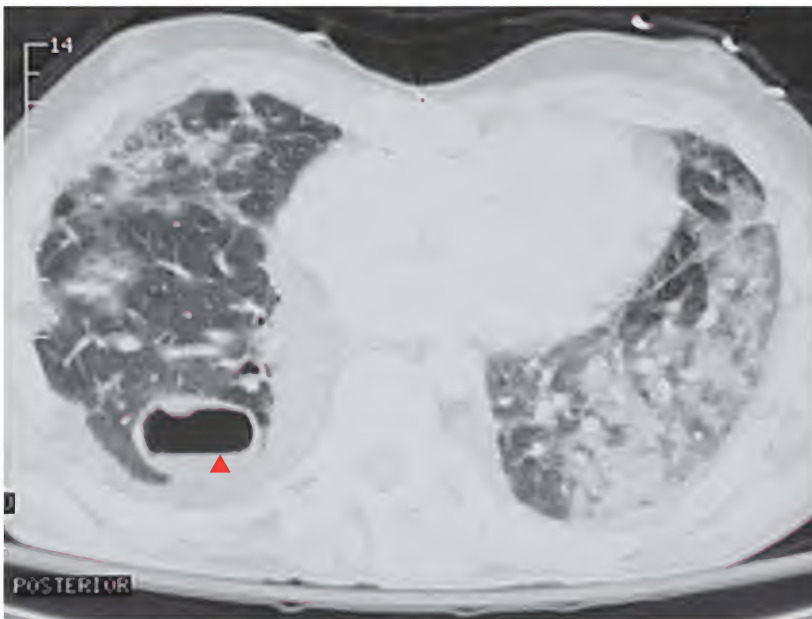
Absceso pulmonar, tomografía computarizada
